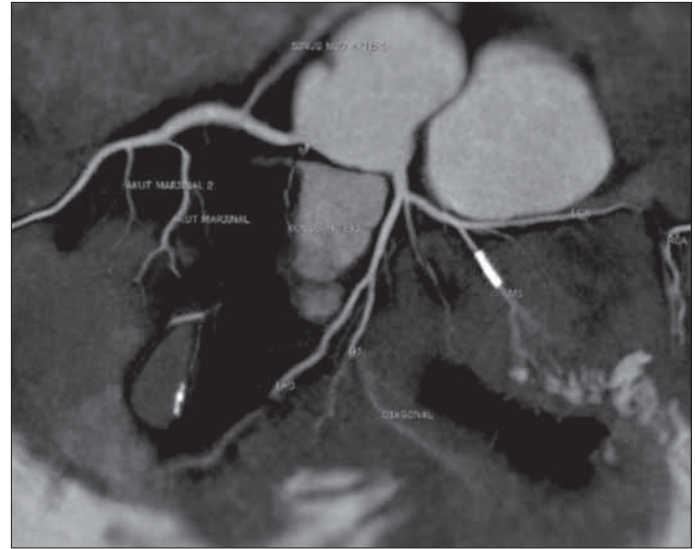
Computerized tomography-angiography view of circumflex coronary artery after stenting
